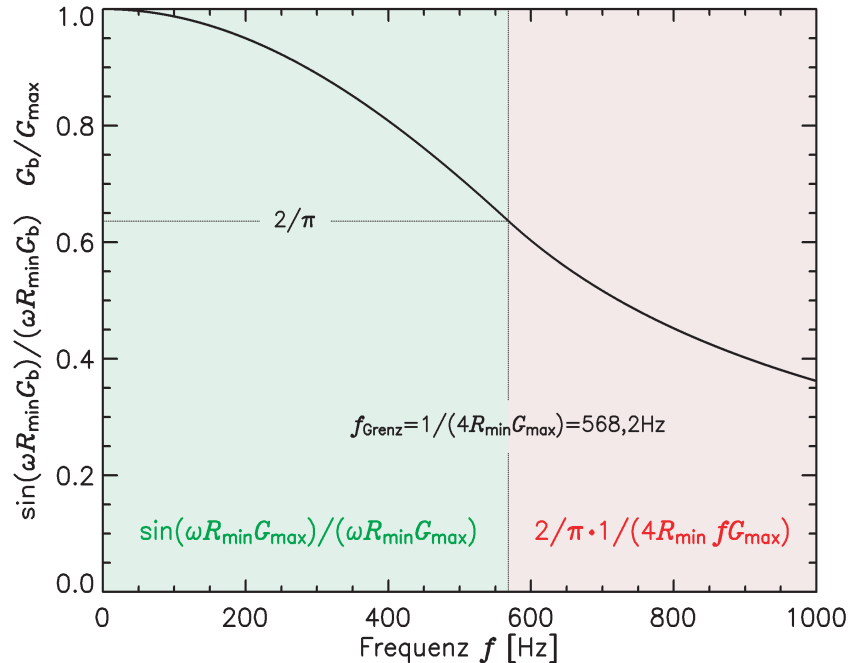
Zu erwartende Reduktion der Phasenamplituden in den Wellenbildern aufgrund der Trapezform der bipolaren Gradienten als Funktion der Anregungsfrequenz f . Angenommen wurde eine möglichst schnelle Schaltung der bipolaren Gradienten unter Berücksichtigung der Grenzwerte des verwendeten MR-Tomographens ($R_{\min} = 20\text{m}\cdot\mu\text{s}/\text{mT}$ und $G_{\max} = 22\text{mT}/\text{m}$).
